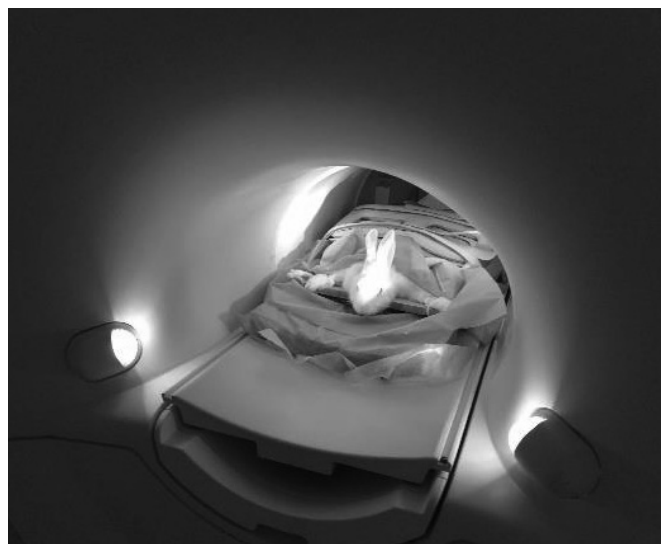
Виконання магнітно-резонансної томографії
